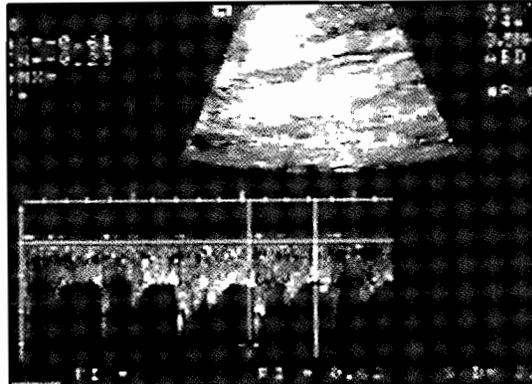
Echodoppler mode pulsé de l'artère rénale gauche: effondrement de l'indice de résistance de l'artère rénale gauche à 0.50 ayant fait suspecter une fistule artérioveineuse
